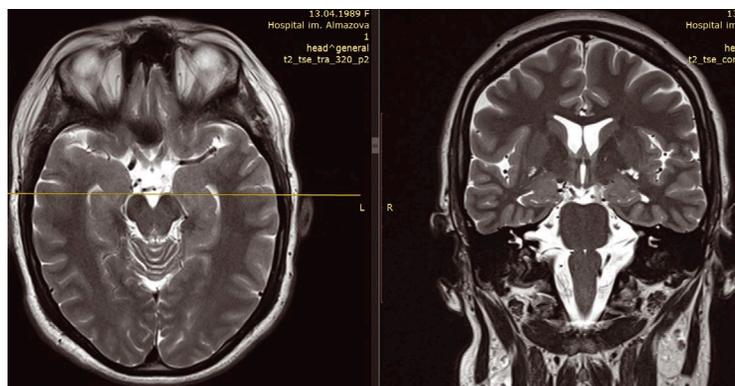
МРТ головного мозга пациентки А.
